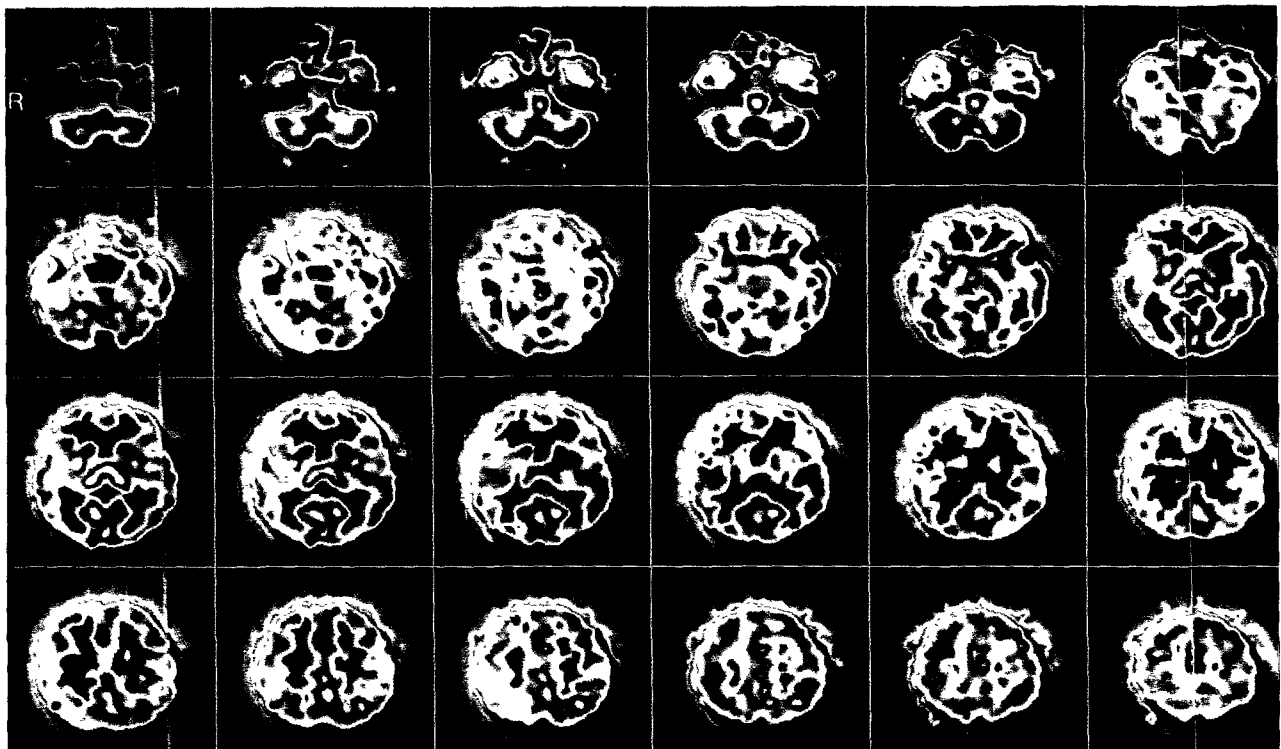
Tc-99m HMPAO Brain perfusion SPECT shows mild hypoperfusion on both frontoparietooccipital areas
